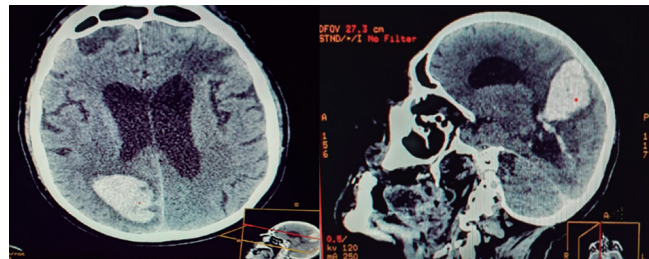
Tomografía de cráneo. Muestra gran zona de hemorragia intraparenquimatosa del lóbulo temporal derecho abierta al sistema ventricular.
